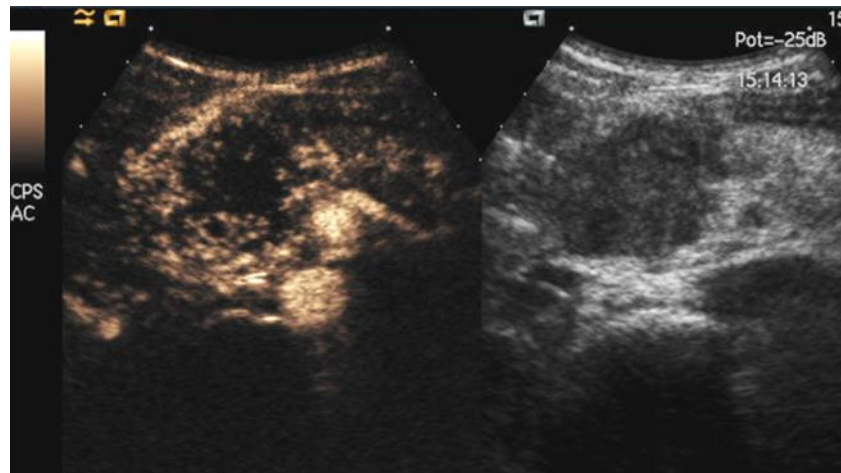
胰腺导管腺癌。超声造影（横切）：胰头部的见明显低血流灌注的肿块，主胰管扩张。
